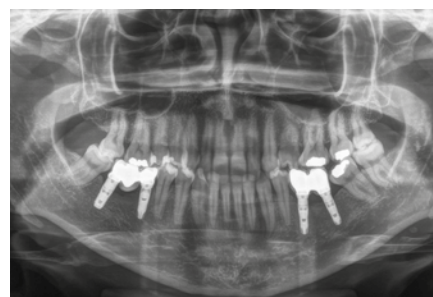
Radiografia ao fim dos cinco anos após a colocação da prótese definitiva.
